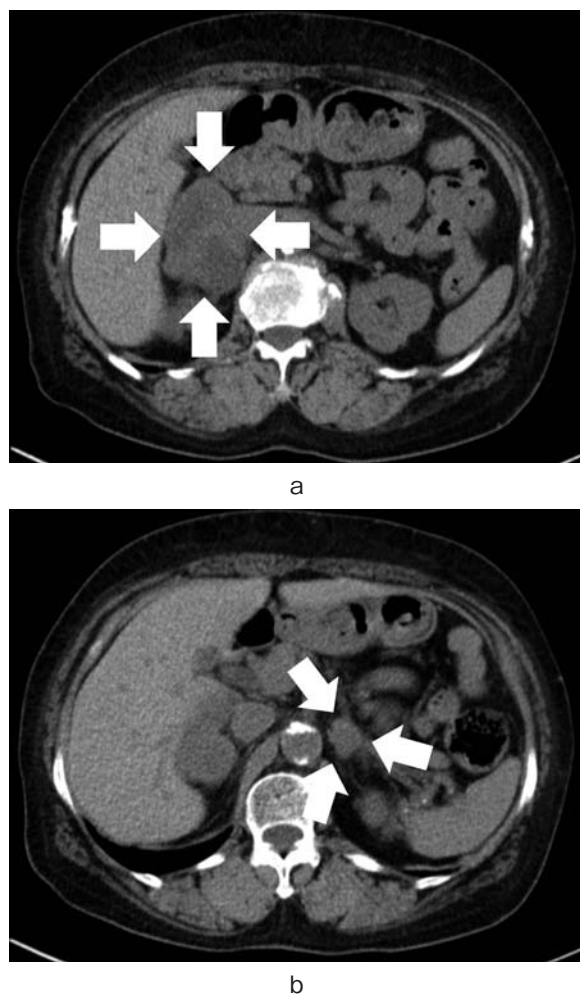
CT showed masses in the bilateral adrenal area (a: right, b: left). Right adrenal tumor was lobulated and heterogeneous.
